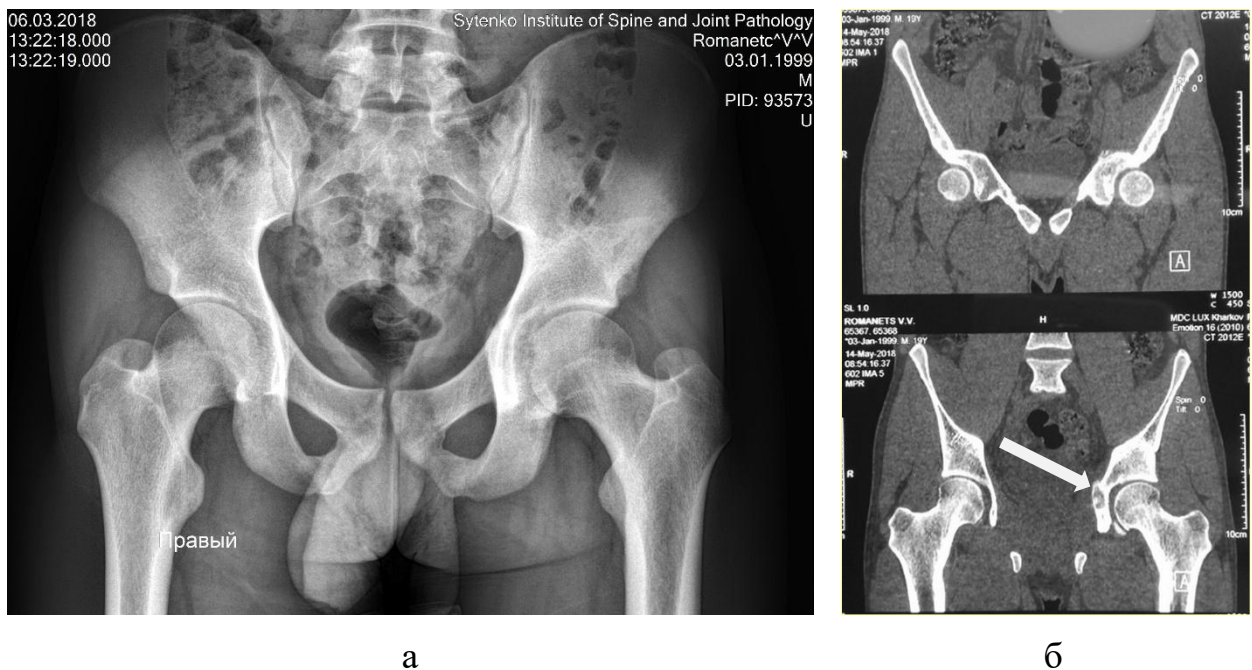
Рентгенограма тазу (а) та скани СКТ тазу (б) пацієнта Р., 19 р. із пухлинним ураженням лівої здухвинної кістки (білою стрілкою вказано зону пухлинного ураження).
